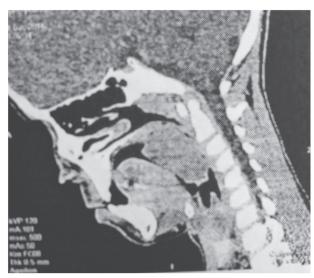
КТ в боковой проекции.
